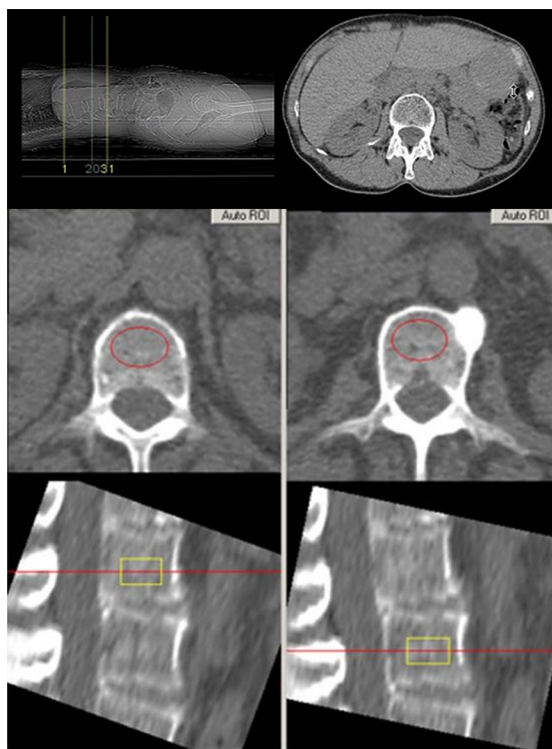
Пример сканирования и сегментации позвоночника при проведении КТ-денситометрии
